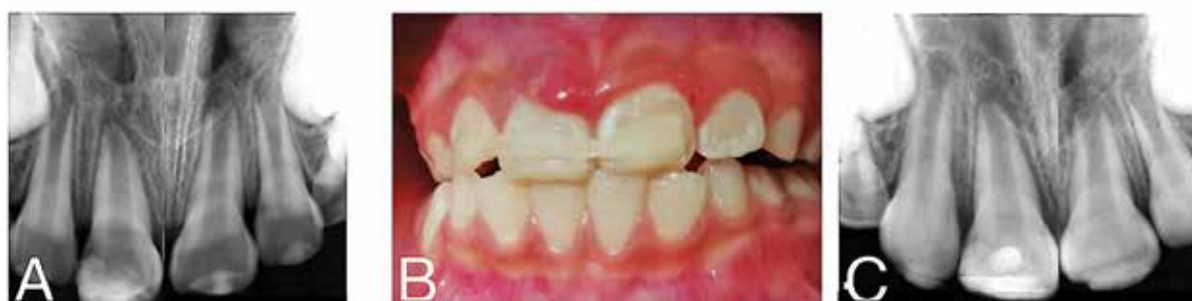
A: Radiografía de seguimiento. B: Nueva ferulización de O.D 12 a O.D 21, C: Radiografía final con férula
